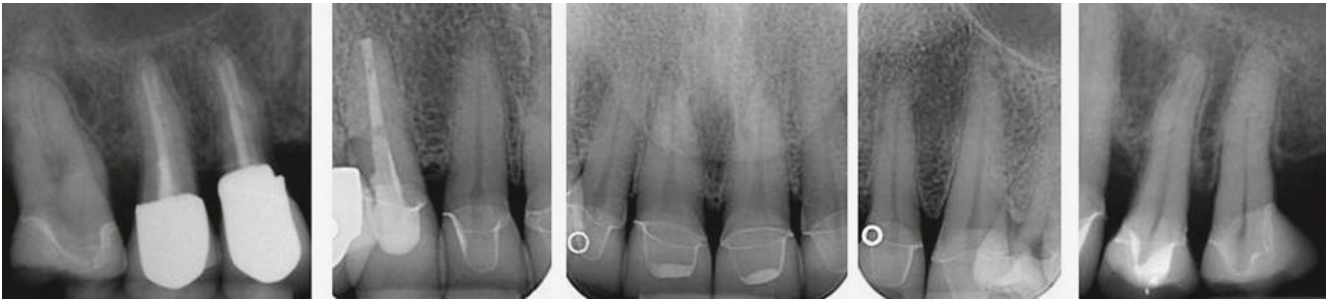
Clichés radiographiques de contrôle
